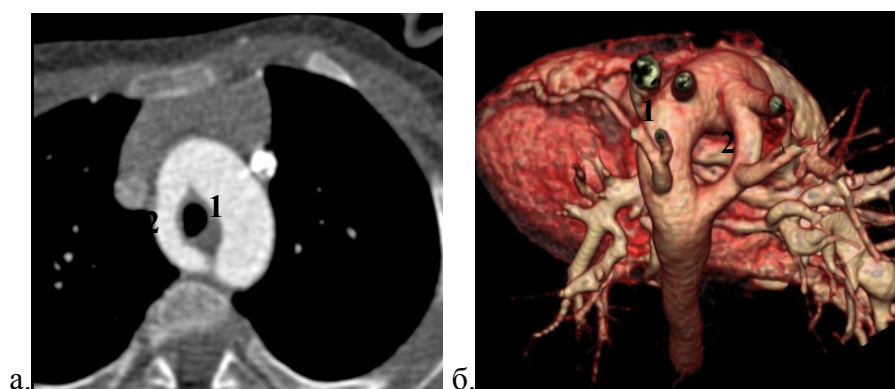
Пациент Г., 1г 9мес. Двойная дуга аорты: а) аксиальная томограмма; б) 3D-реконструкция, вид сверху. 1 - левая дуга; 2 - правая дуга.
